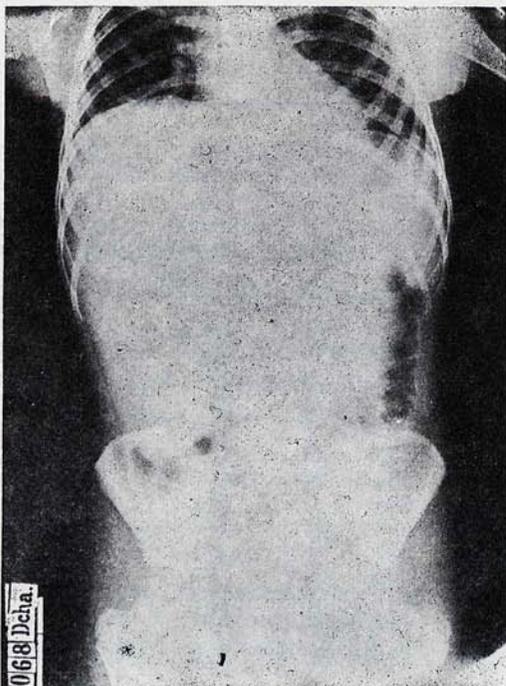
Radiografía directa de abdomen: frente. Imagen de densidad agua que ocupa casi todo el abdomen, rechazando las asas intestinales hacia la región pélvica. Se observa también moderada elevación del hemidiafragma derecho.
